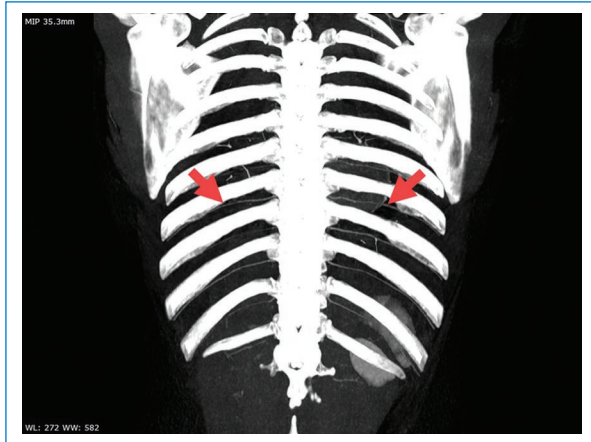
Reconstrucción coronal en máxima proyección de intensidades de angiotomografía diagnóstica en mujer de 47 años, con masa pulmonar izquierda evidenciada por radiografía de tórax en contexto de tos. Las arterias intercostales posteriores, a nivel paravertebral y por debajo de la escápula, se sitúan en el espacio intercostal, para luego ubicarse por debajo del reborde costal superior (flechas rojas).
